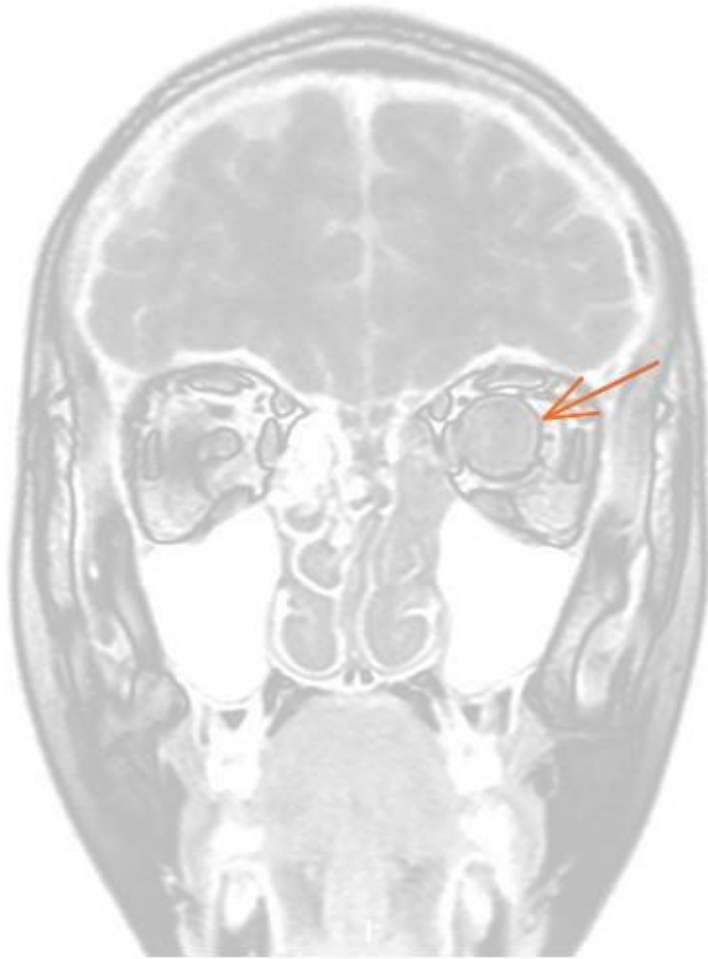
Imagens de tomografia computadorizada nos planos axial, coronal e sagital demonstra lesão expansiva fusiforme heterogênea, bem delimitada acometendo o nervo óptico esquerdo.
